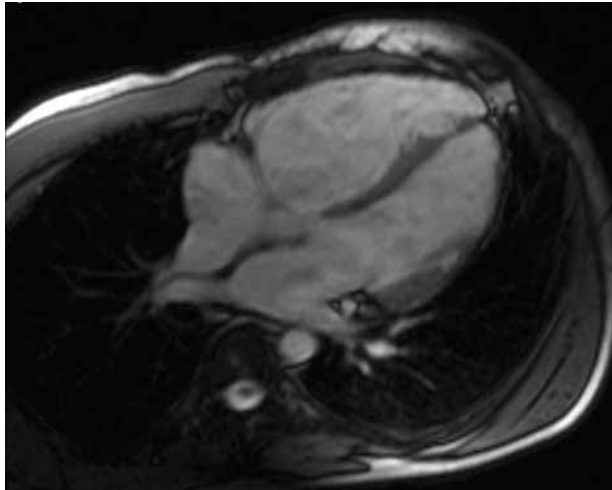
(А, Б, В). МРТ сердца с в/в контрастированием (гадолиний-содержащий препарат). Стрелками отмечены участки фиброзной перестройки стенки ПЖ.
